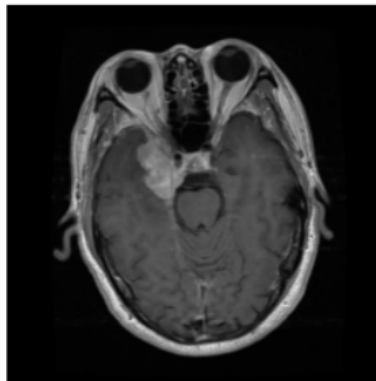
Exemple d'une IRM du cerveau [48]
